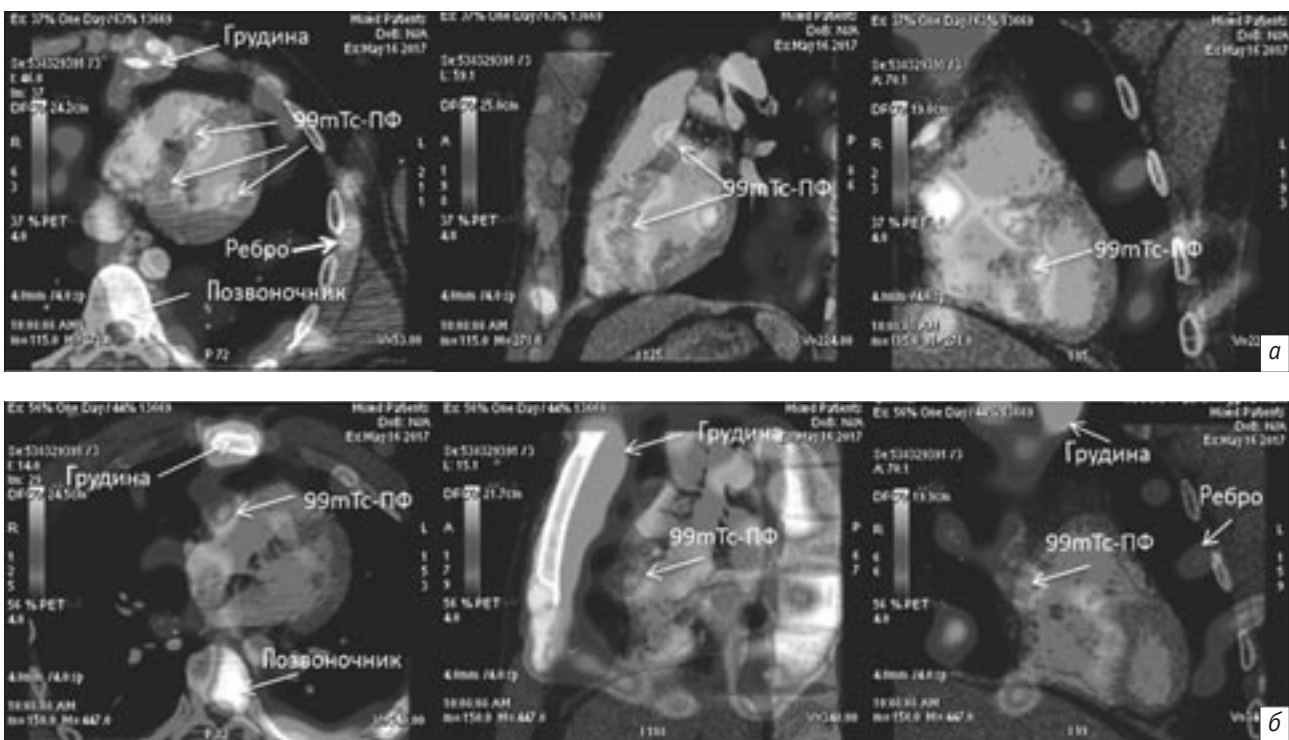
ОЭКТ с ^{99m}Tc-пирофосфатом, совмещенная с МСКТ-ангиографией:
